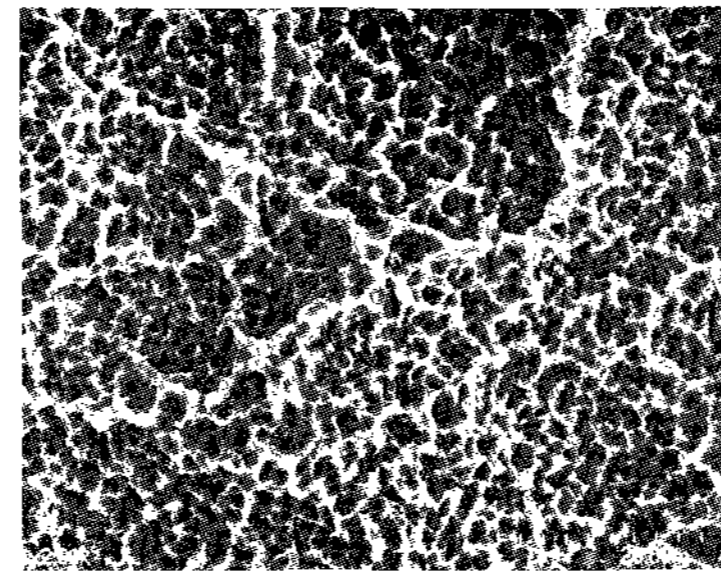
SLA surface treated by 50 mg/ml TC-HCl for 1min($\times 2,000$).
